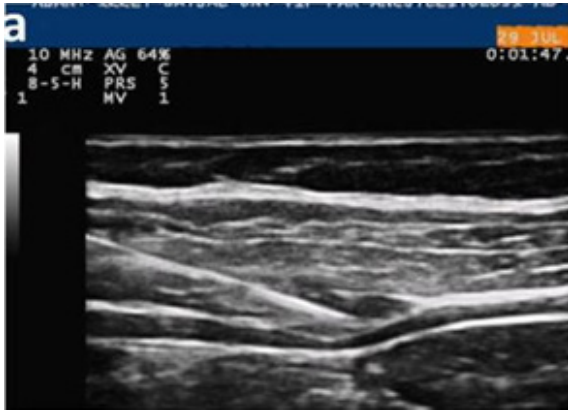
USG de gözlenen üçlü kas tabakası.
